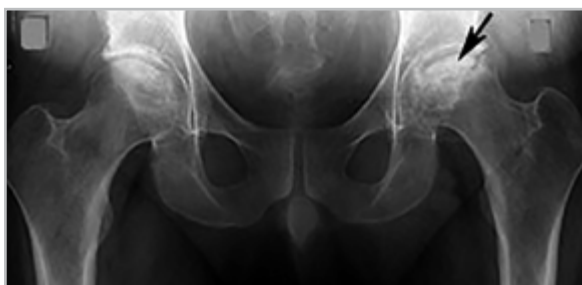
Рентгенограмма тазобедренных суставов в прямой проекции: правый тазобедренный сустав без патологических изменений; в субхондральном отделе головки левой бедренной кости определяется четко отграниченный участок некроза (*стрелка*) с наличием небольшой деформации и уплотнения головки
